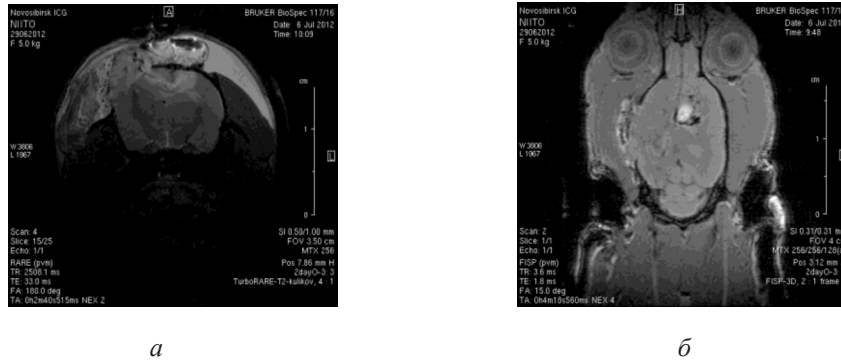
МРТ головного мозга на 2-е сутки после хирургического вмешательства. Изображения получены в режимах RARE и FISP
